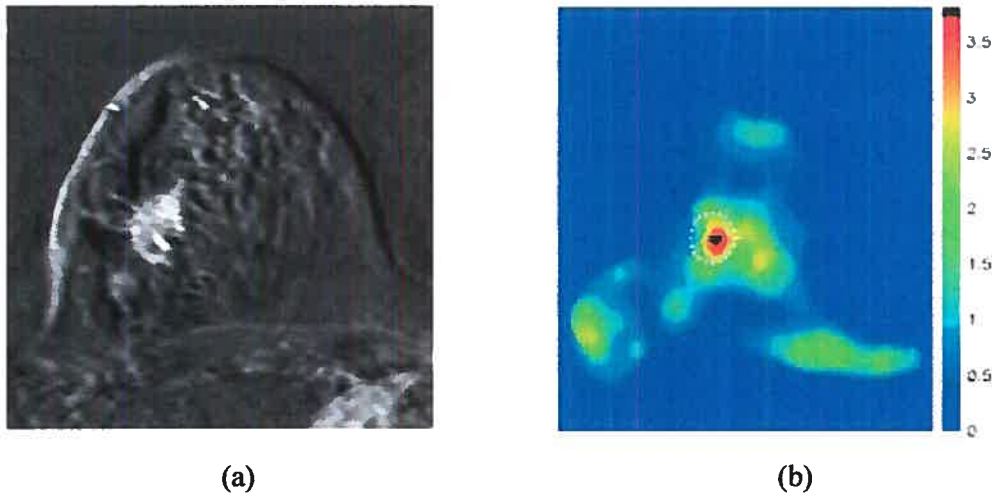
Image obtenue en MRI d'un sein dans lequel on remarque la présence d'une tumeur maligne (a) et la distribution du module élastique isotrope estimé par élastographie (b) (adapté de [49]).
